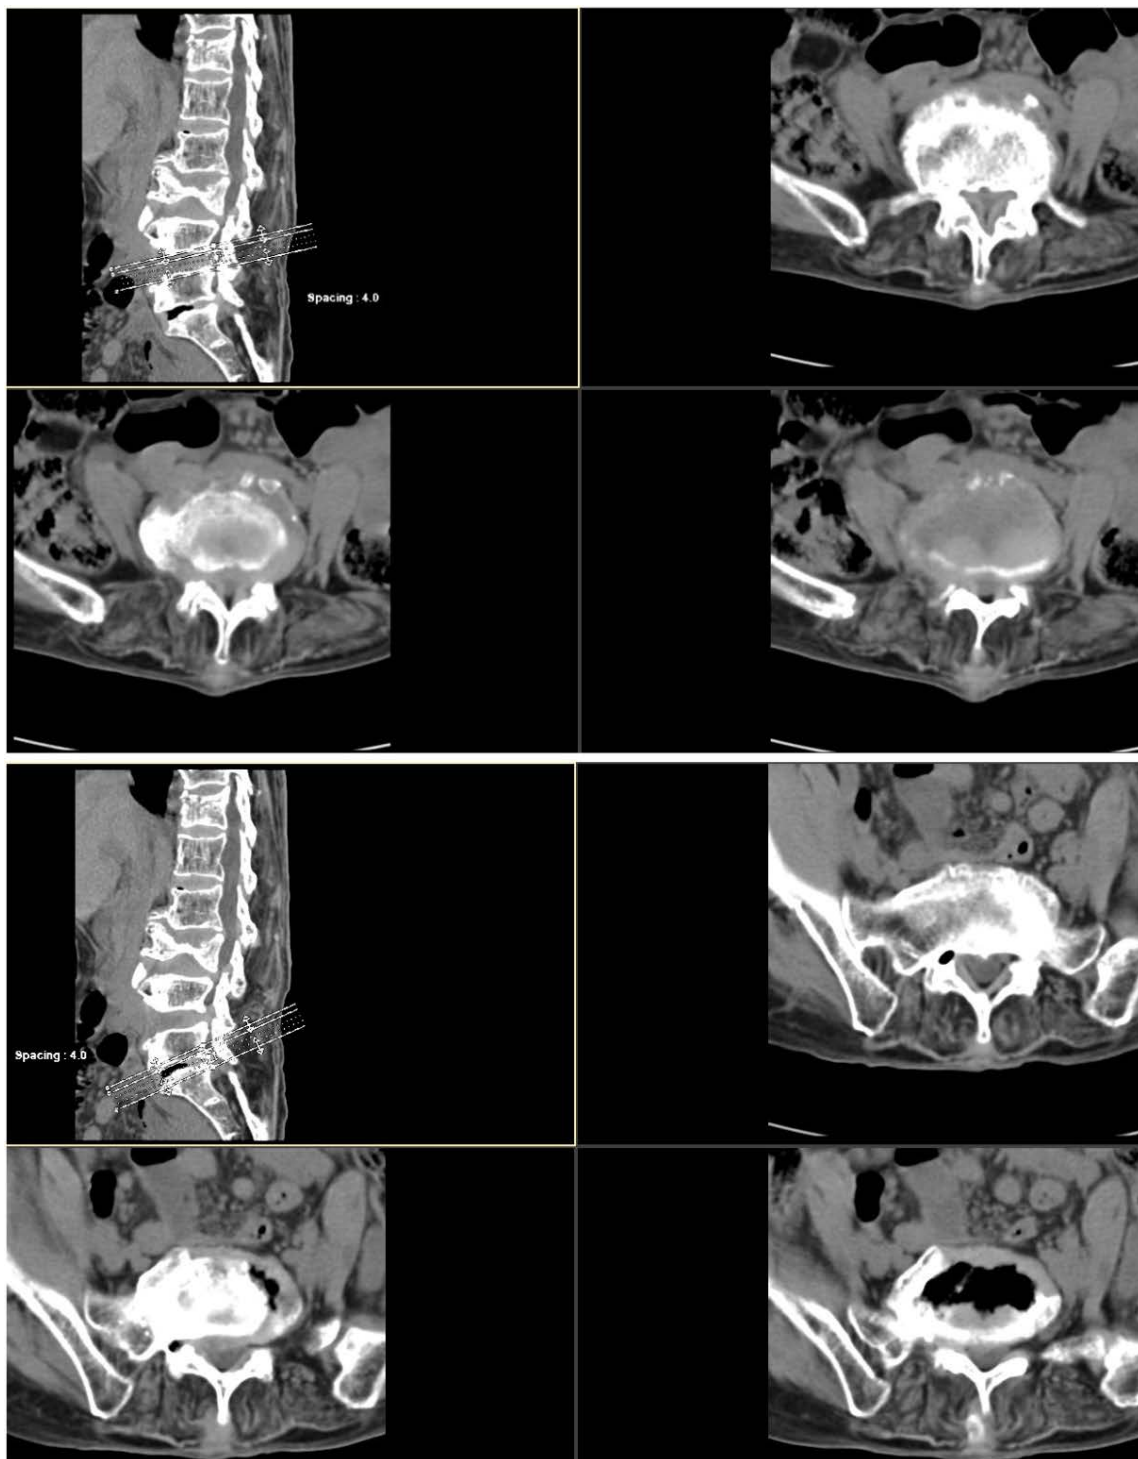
CT shows L4-S1 spinal canal stenosis
